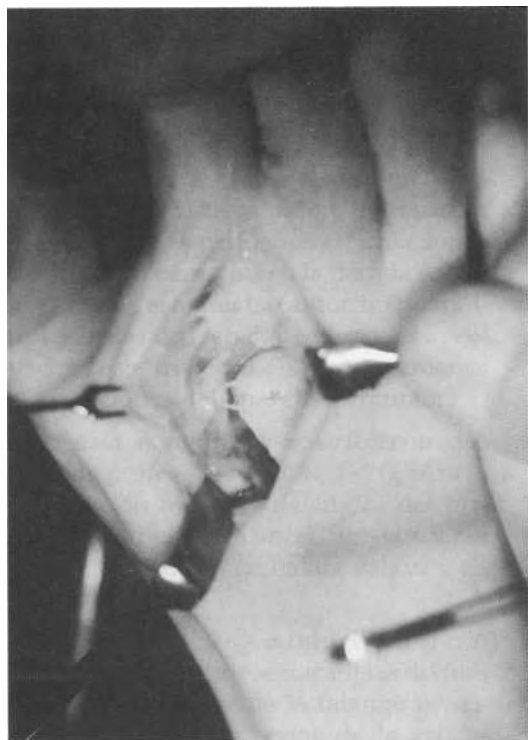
A) Radiografía preoperatoria (a) y postoperatoria (b). B) Cabeza (*) del segundo metatarsiano tras su remodelación.
